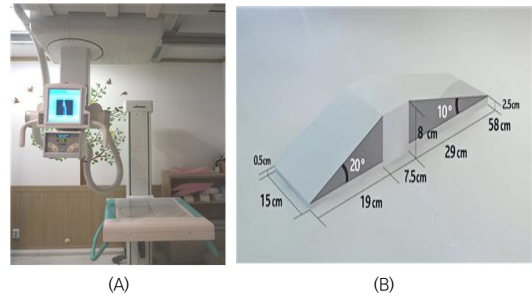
The images show X-ray tube and detector(A), design map of styrofoam wedge (B).
